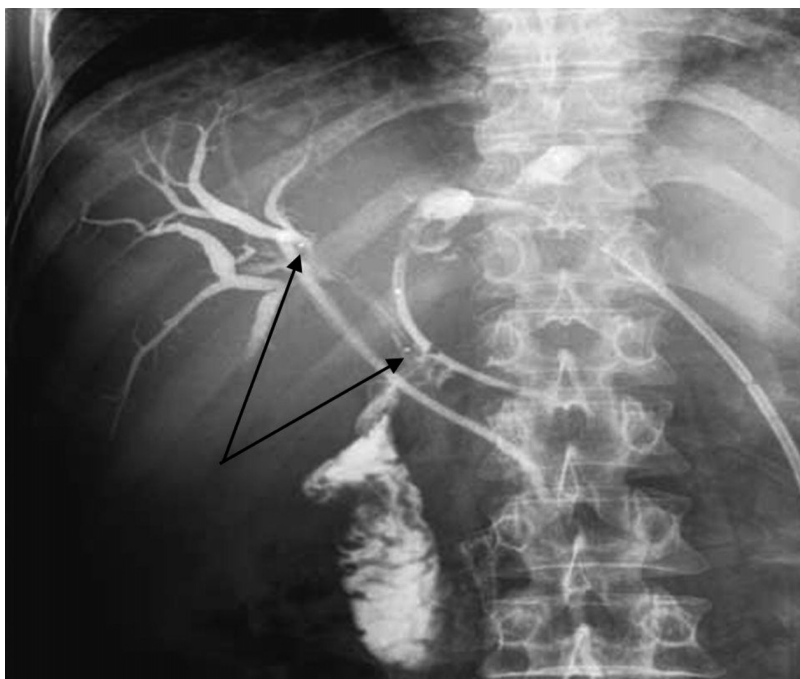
Вариант чрезфистульного облучения у больной раком ворот печени Bismuth-IV с метастазами в печень и легкие после раздельного транспеченочного дренирования правого и левого печеночных протоков (продолжительность жизни 23 месяца после ФДТ). Рентгеноконтрастные метки одного из световодов указаны стрелками.
